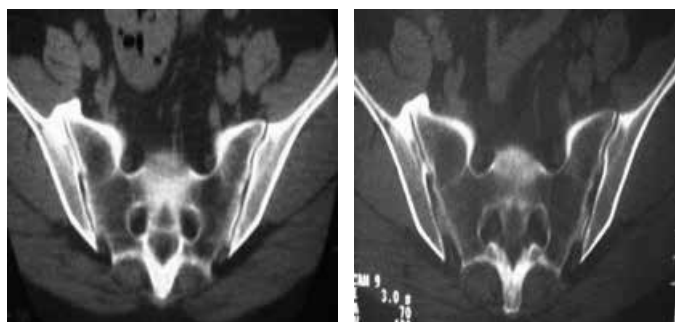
Tomografia computadorizada de bacia, corte axial, janelas de partes moles à esquerda, mostrando esclerose óssea (A), e janela óssea à direita, mostrando fusão da articulação sacroilíaca (B).
